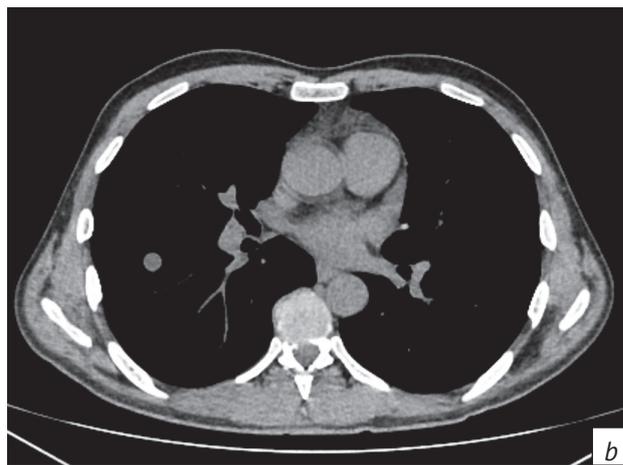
КТ органов грудной клетки, аксиальная плоскость (a, b). В S6-сегменте правого легкого одиночный солидный очаг округлой формы с четкими ровными контурами и наличием в структуре жирового компонента (-6 HU)
